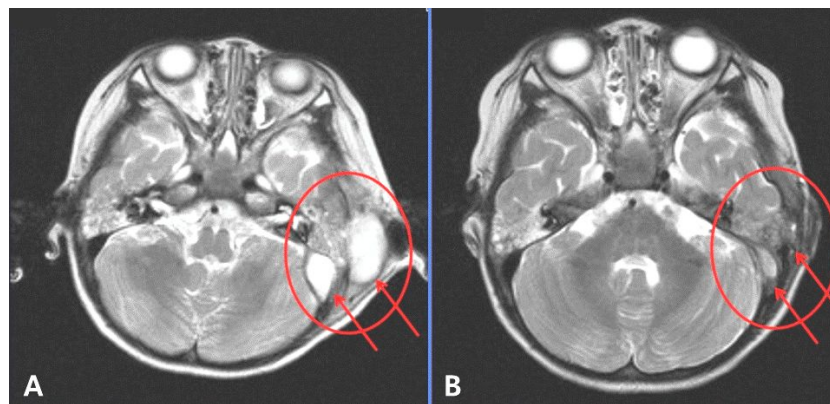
Magnetic resonance imaging scan of brain revealed both otomastoiditis (circle), an extracranial abscess in the left mastoid region (right arrow) (A) and intracranial abscess in left posterior cranial fossa (left arrow) with meningitis and thrombophlebitis (right arrow) (B).
